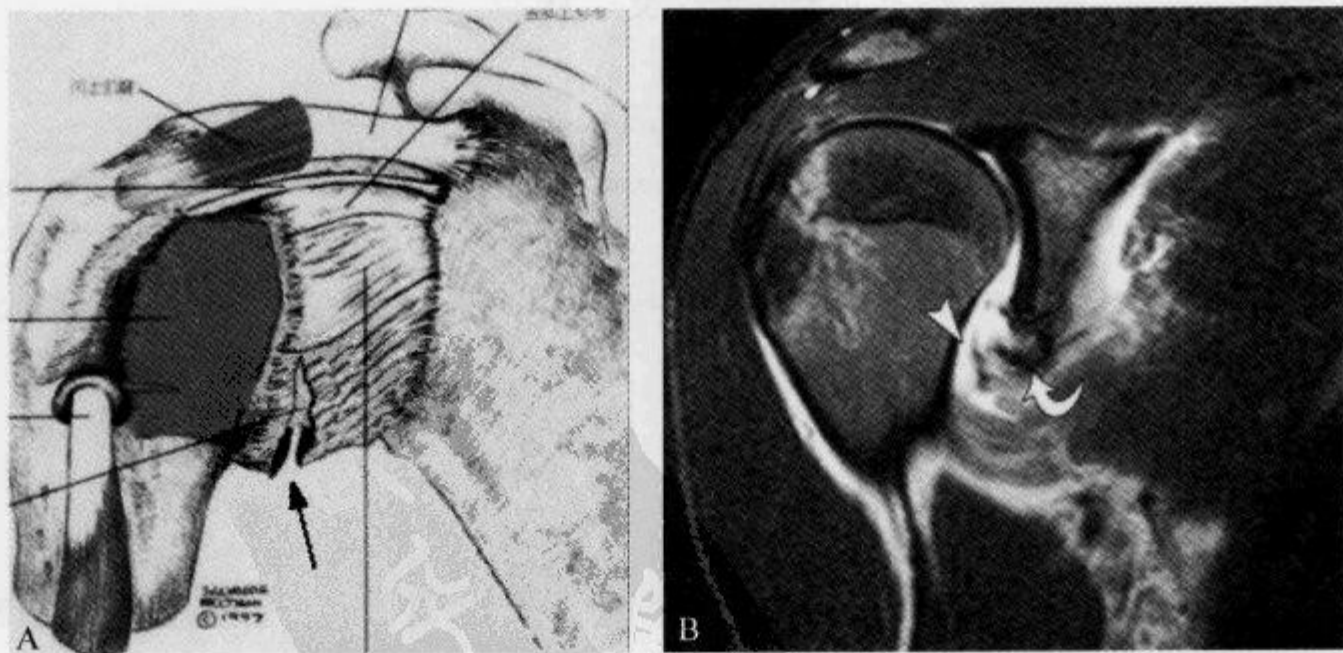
肩关节 MRI T_2 WI 示 J 征
